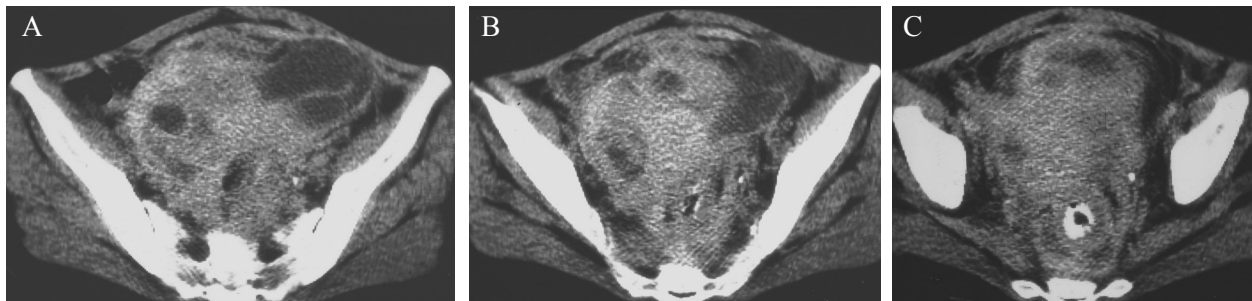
Mulher de 30 anos com DIPC pélvica a *Actinomyces*. TC pélvica com contraste ev., mostra tumor anexial bilateral hipodenso de parede espessa com septos espessos e uma estrutura serpiginosa associada, correspondendo à trompa de Falópio com pús e dilatada. Coexiste espessamento dos ligamentos útero-sagrados e da gordura pré-sagrada, com perda da definição do contorno uterino, e margens indistintas das ansas intestinais adjacentes.
